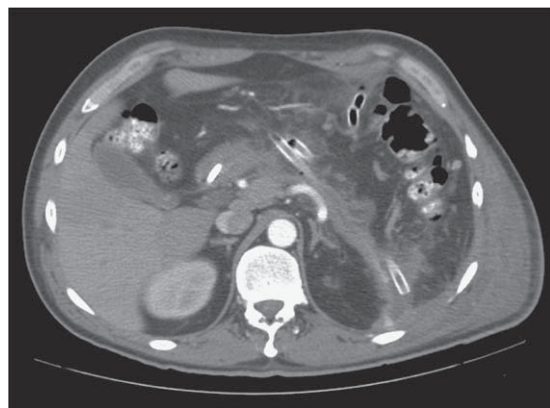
TC de abdomen y pelvis post-operatorio. Se observa una necrosectomía satisfactoria al comparar con TC previas.
